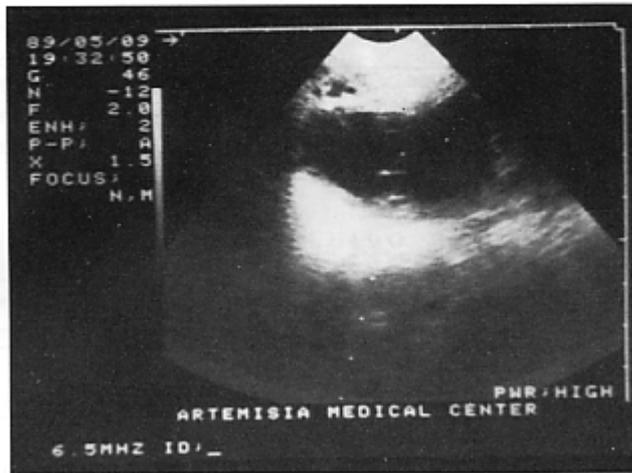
Immagine ecografica di agoaspirazione di cisti sepiantate.
